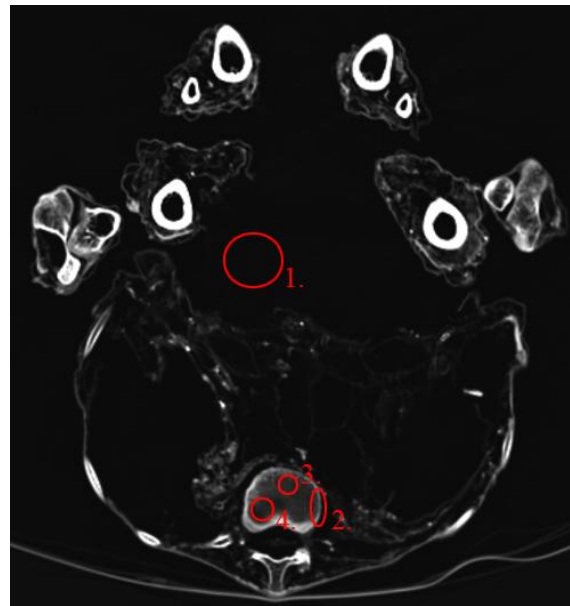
Peru, Bild 9, CT
